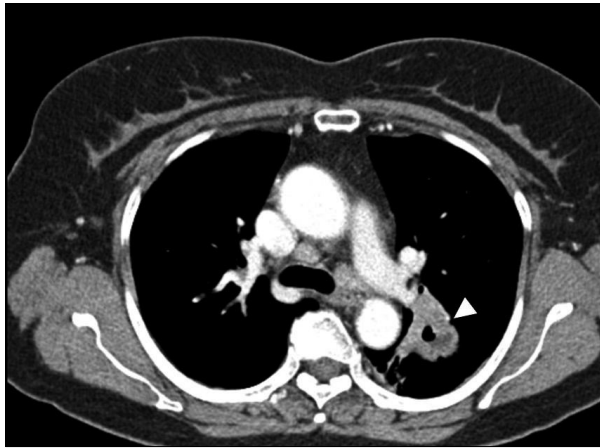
Chest CT of previous admission shows cystic lesion with irregularly thickened wall in left upper lobe (arrowhead).
